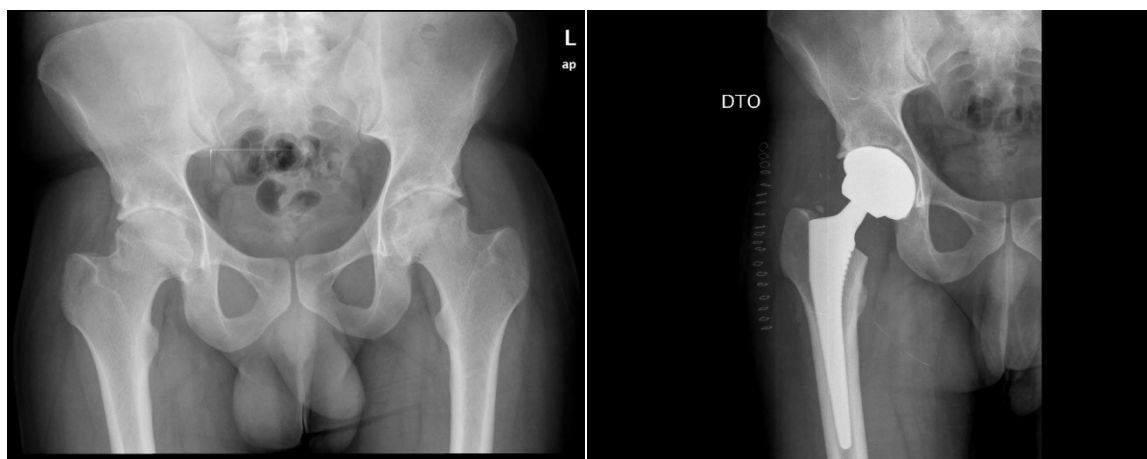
Radiografia pélvica de doente de 28 anos com OA da anca, pré e pós-ATA (registo pessoal Dr. Paulo Almeida – HSM)
